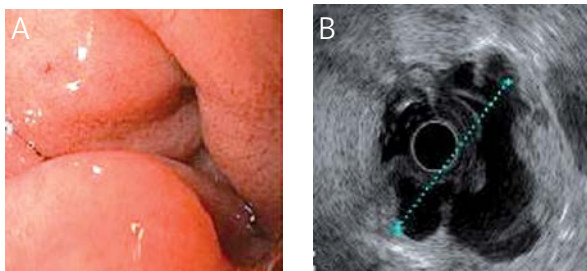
Endoskopowy (A) i endosonograficzny (B) obraz trzustki odszczepionej w żołądku
